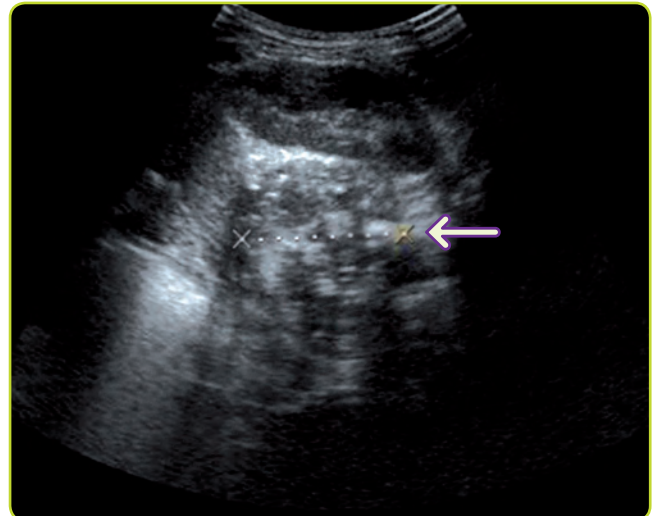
Neuroblastoma suprarrenal en un niño de 2 años visto por ecografía.
